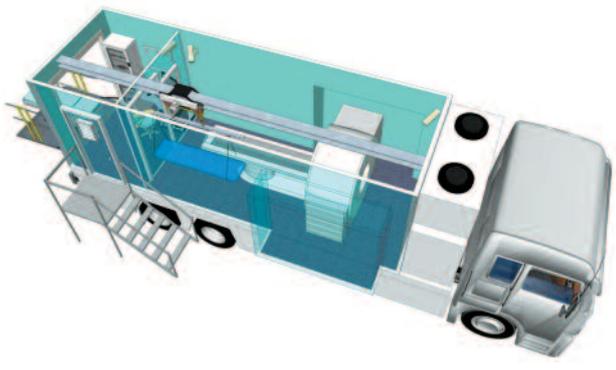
Мобильный комплекс «ПКЛ-КТ» на базе шасси автомобиля MERCEDES сборки КАМАЗ с изменяемой геометрией кузова (внешний вид и внутренняя компоновка).
